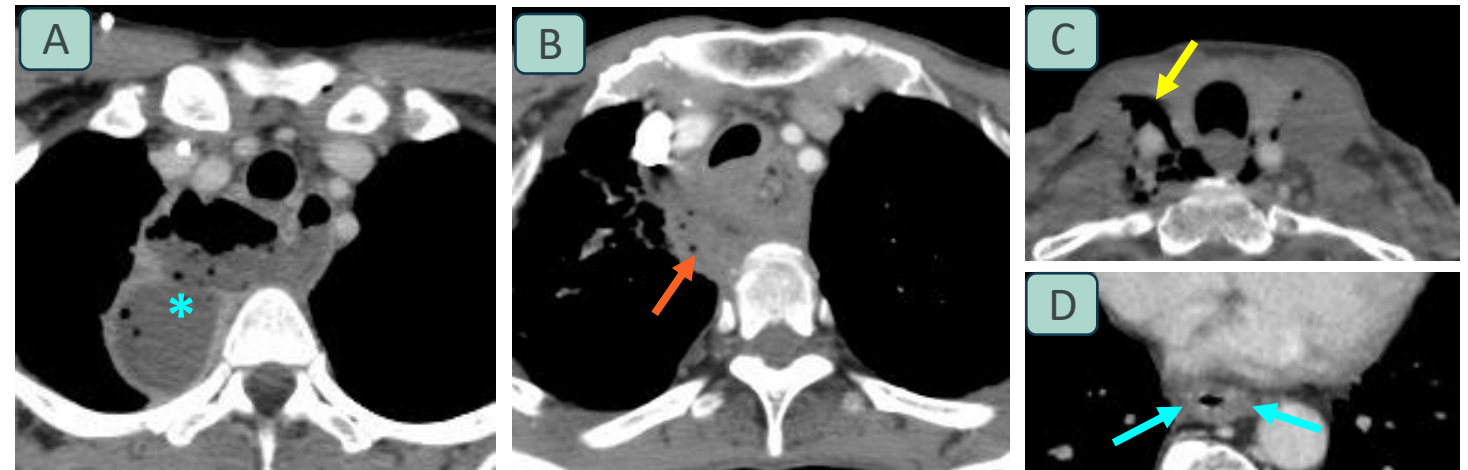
Hallazgos característicos en la mediastinitis aguda secundaria a perforación esofágica. TC torácica con contraste, cortes axiales en cuatro pacientes. (A) Voluminosa colección hidroaérea en mediastino posterior en la localización esofágica (asterisco azul). (B) Masa esofágica proximal asociada a burbujas de aire extraluminales (flecha naranja). (C) Enfisema subcutáneo en planos musculares cervicales (flecha amarilla). (D) Engrosamiento de la pared esofágica en relación con ingestión de cáusticos (flecha azul).
